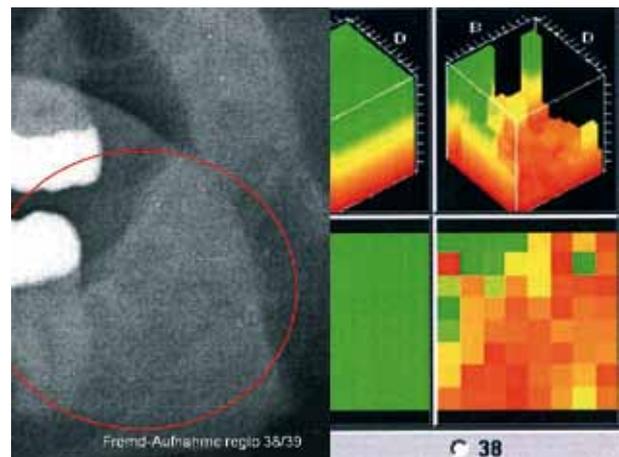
Gegenüberstellung von 2D-Röntgen und TAU-Messung von regio 38/39
